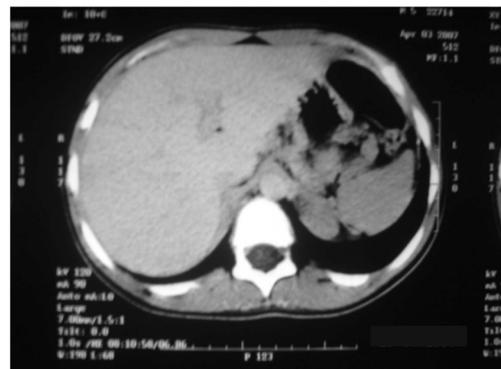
Tomografia computadorizada de abdome evidenciando formação expansiva em adrenal esquerda
